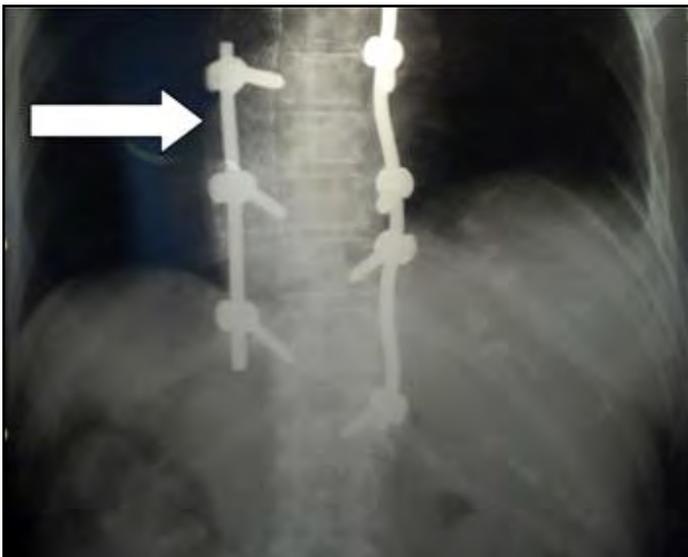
Radiografía de tórax vista al revés (la flecha marca trama de prótesis endovasculares).
